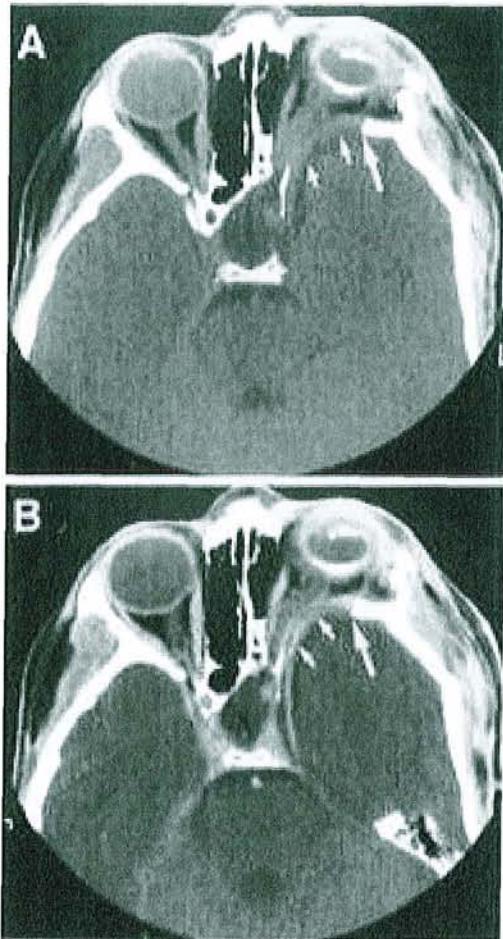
TDM avec injection à l'âge de 6 ans. Les flèches indiquent le défaut sphénoïdien et la hernie temporale. (in « Absence of the greater sphenoid wing in neurofibromatosis type I: congenital or acquired: case report. » Mac Farlane et al. Neurosurgery 1995).
